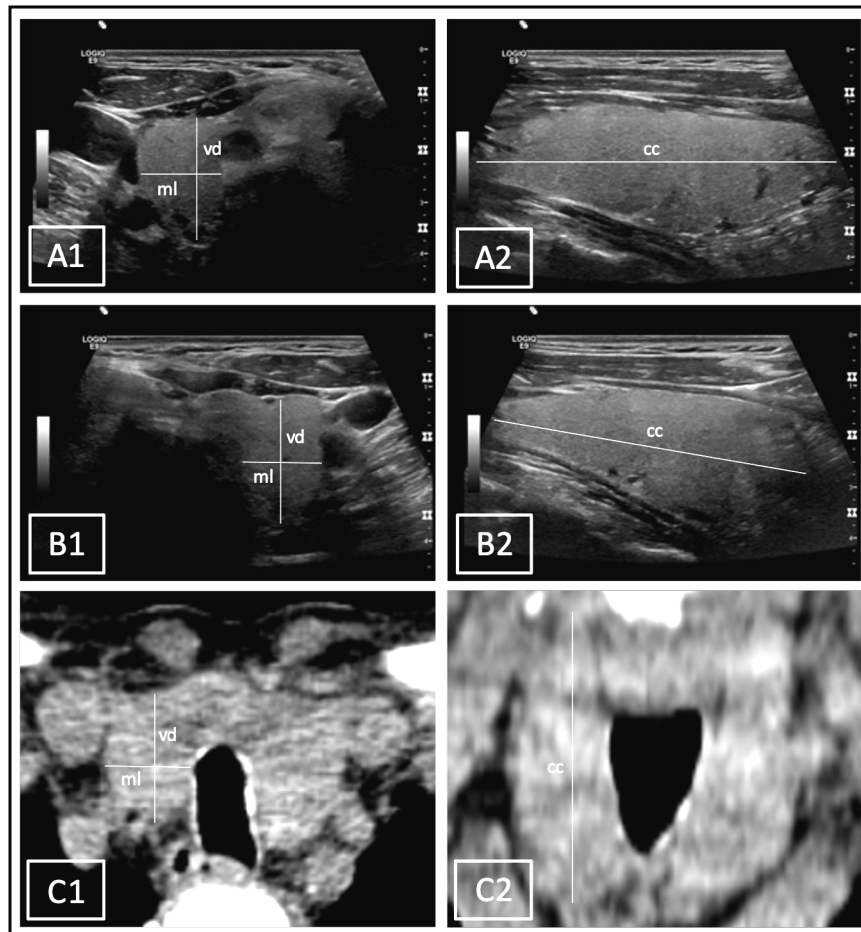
Gemessene Distanzen des rechten (A1, A2) und linken (B1, B2) SDLs anhand des ConUS-Bildes jeweils auf transversaler (A1, B1) und sagitaler (A2, B2) Ebene sowie anhand eines CT-Bildes auf transversaler (C1) und coronarer (C2) Ebene; vd = ventrodorsal, ml = mediolateral, cc = craniocaudal.
